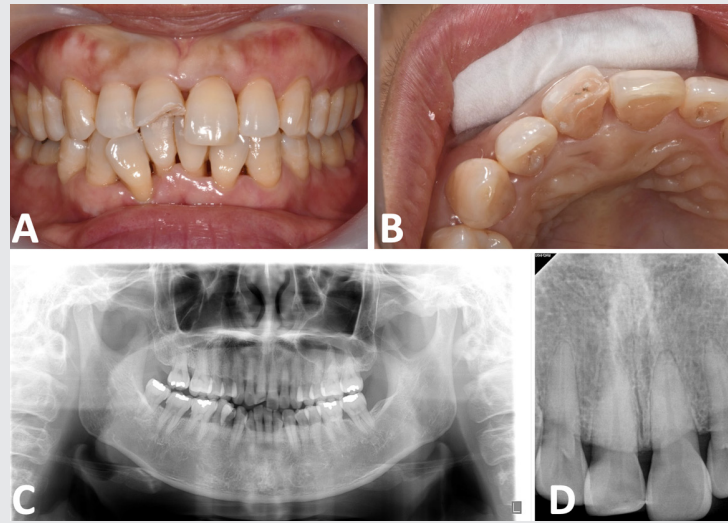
내원 당시의 임상사진(A and B) 및 방사선 사진(C and D). 교합면 사진(B)에서 치수가 pin point로 노출되어 있는 것을 확인할 수 있지만 초진 방사선 사진 상 치근단 부위의 특이소견 관찰되지 않음을 확인할 수 있다(C and D).
